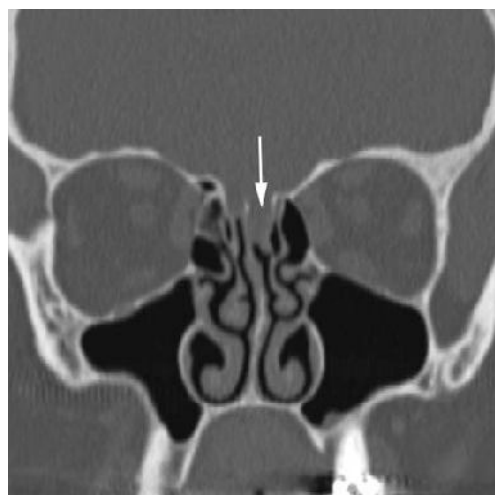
Méningocèle de la lame criblée gauche, TDM coronale en fenêtrée osseuse. Déhiscence de la lame criblée gauche et méningocèle descendant le long de la racine du cornet supérieur (flèche).
